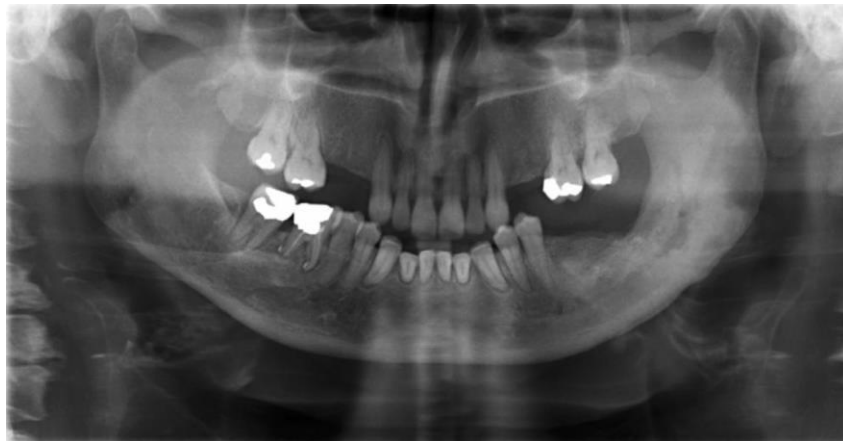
Ortopantomografía que muestra MRONJ en la región del tercer molar inferior izquierdo. [\(21\)](#)
